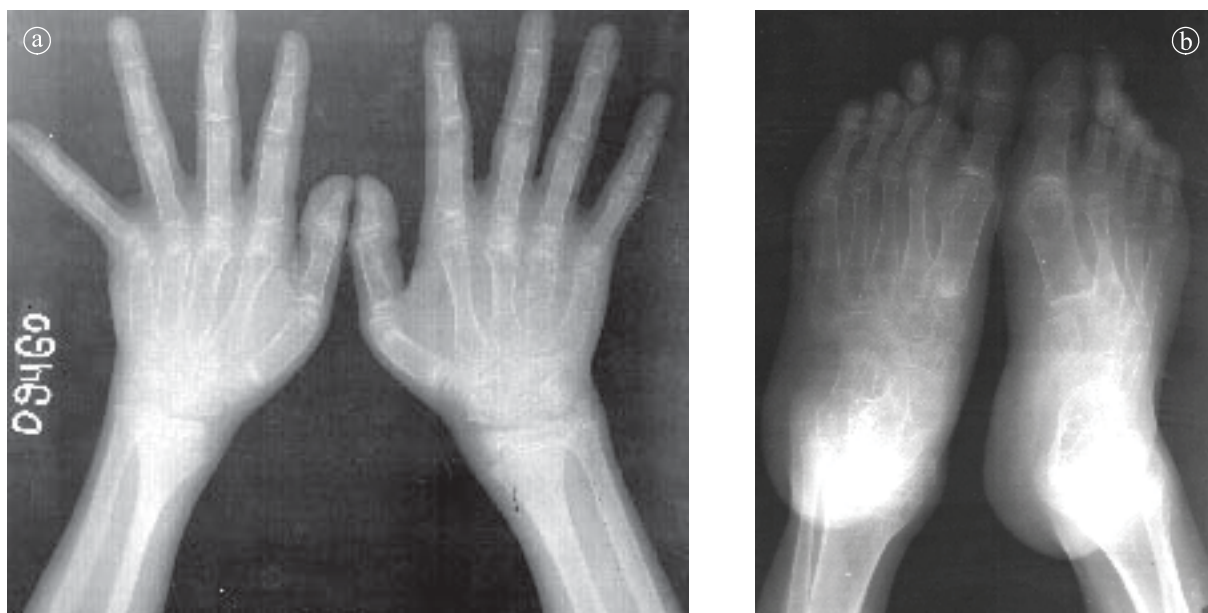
Poliartrita reumatoidă seronegativă, 8 ani. a) Radiografie comparativă de mâini. Tumefiere de părți moi. Osteoporoză cronică importantă. Metacarpiene și falange lărgite, rectangulare. Deviație cubitală a mâinii. b) Radiografie plante. Osteoporoză cronică importantă. Metatarsiene, falange cu aspect rectangular.
